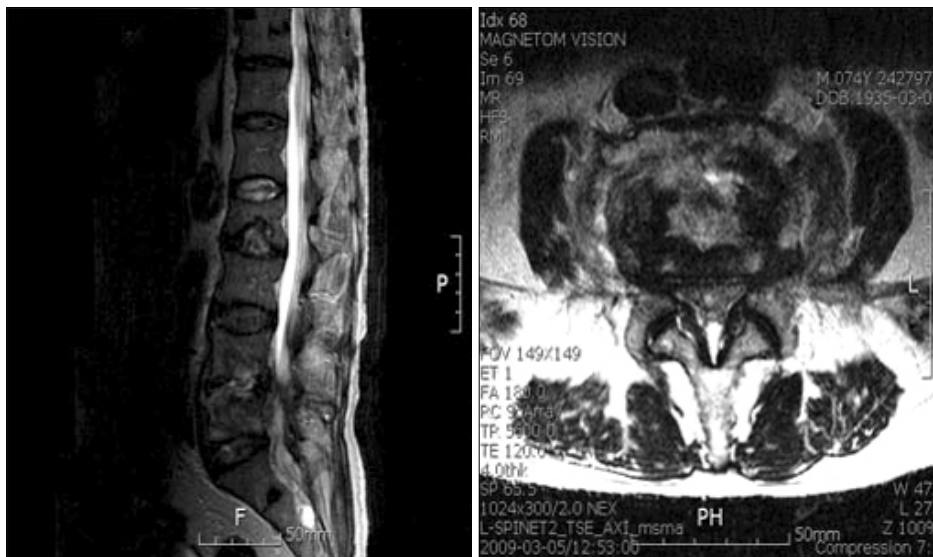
MRI shows infectious spondylodiscitis involving L4-5 with paravertebral and epidural inflammatory change and small abscess pockets.
